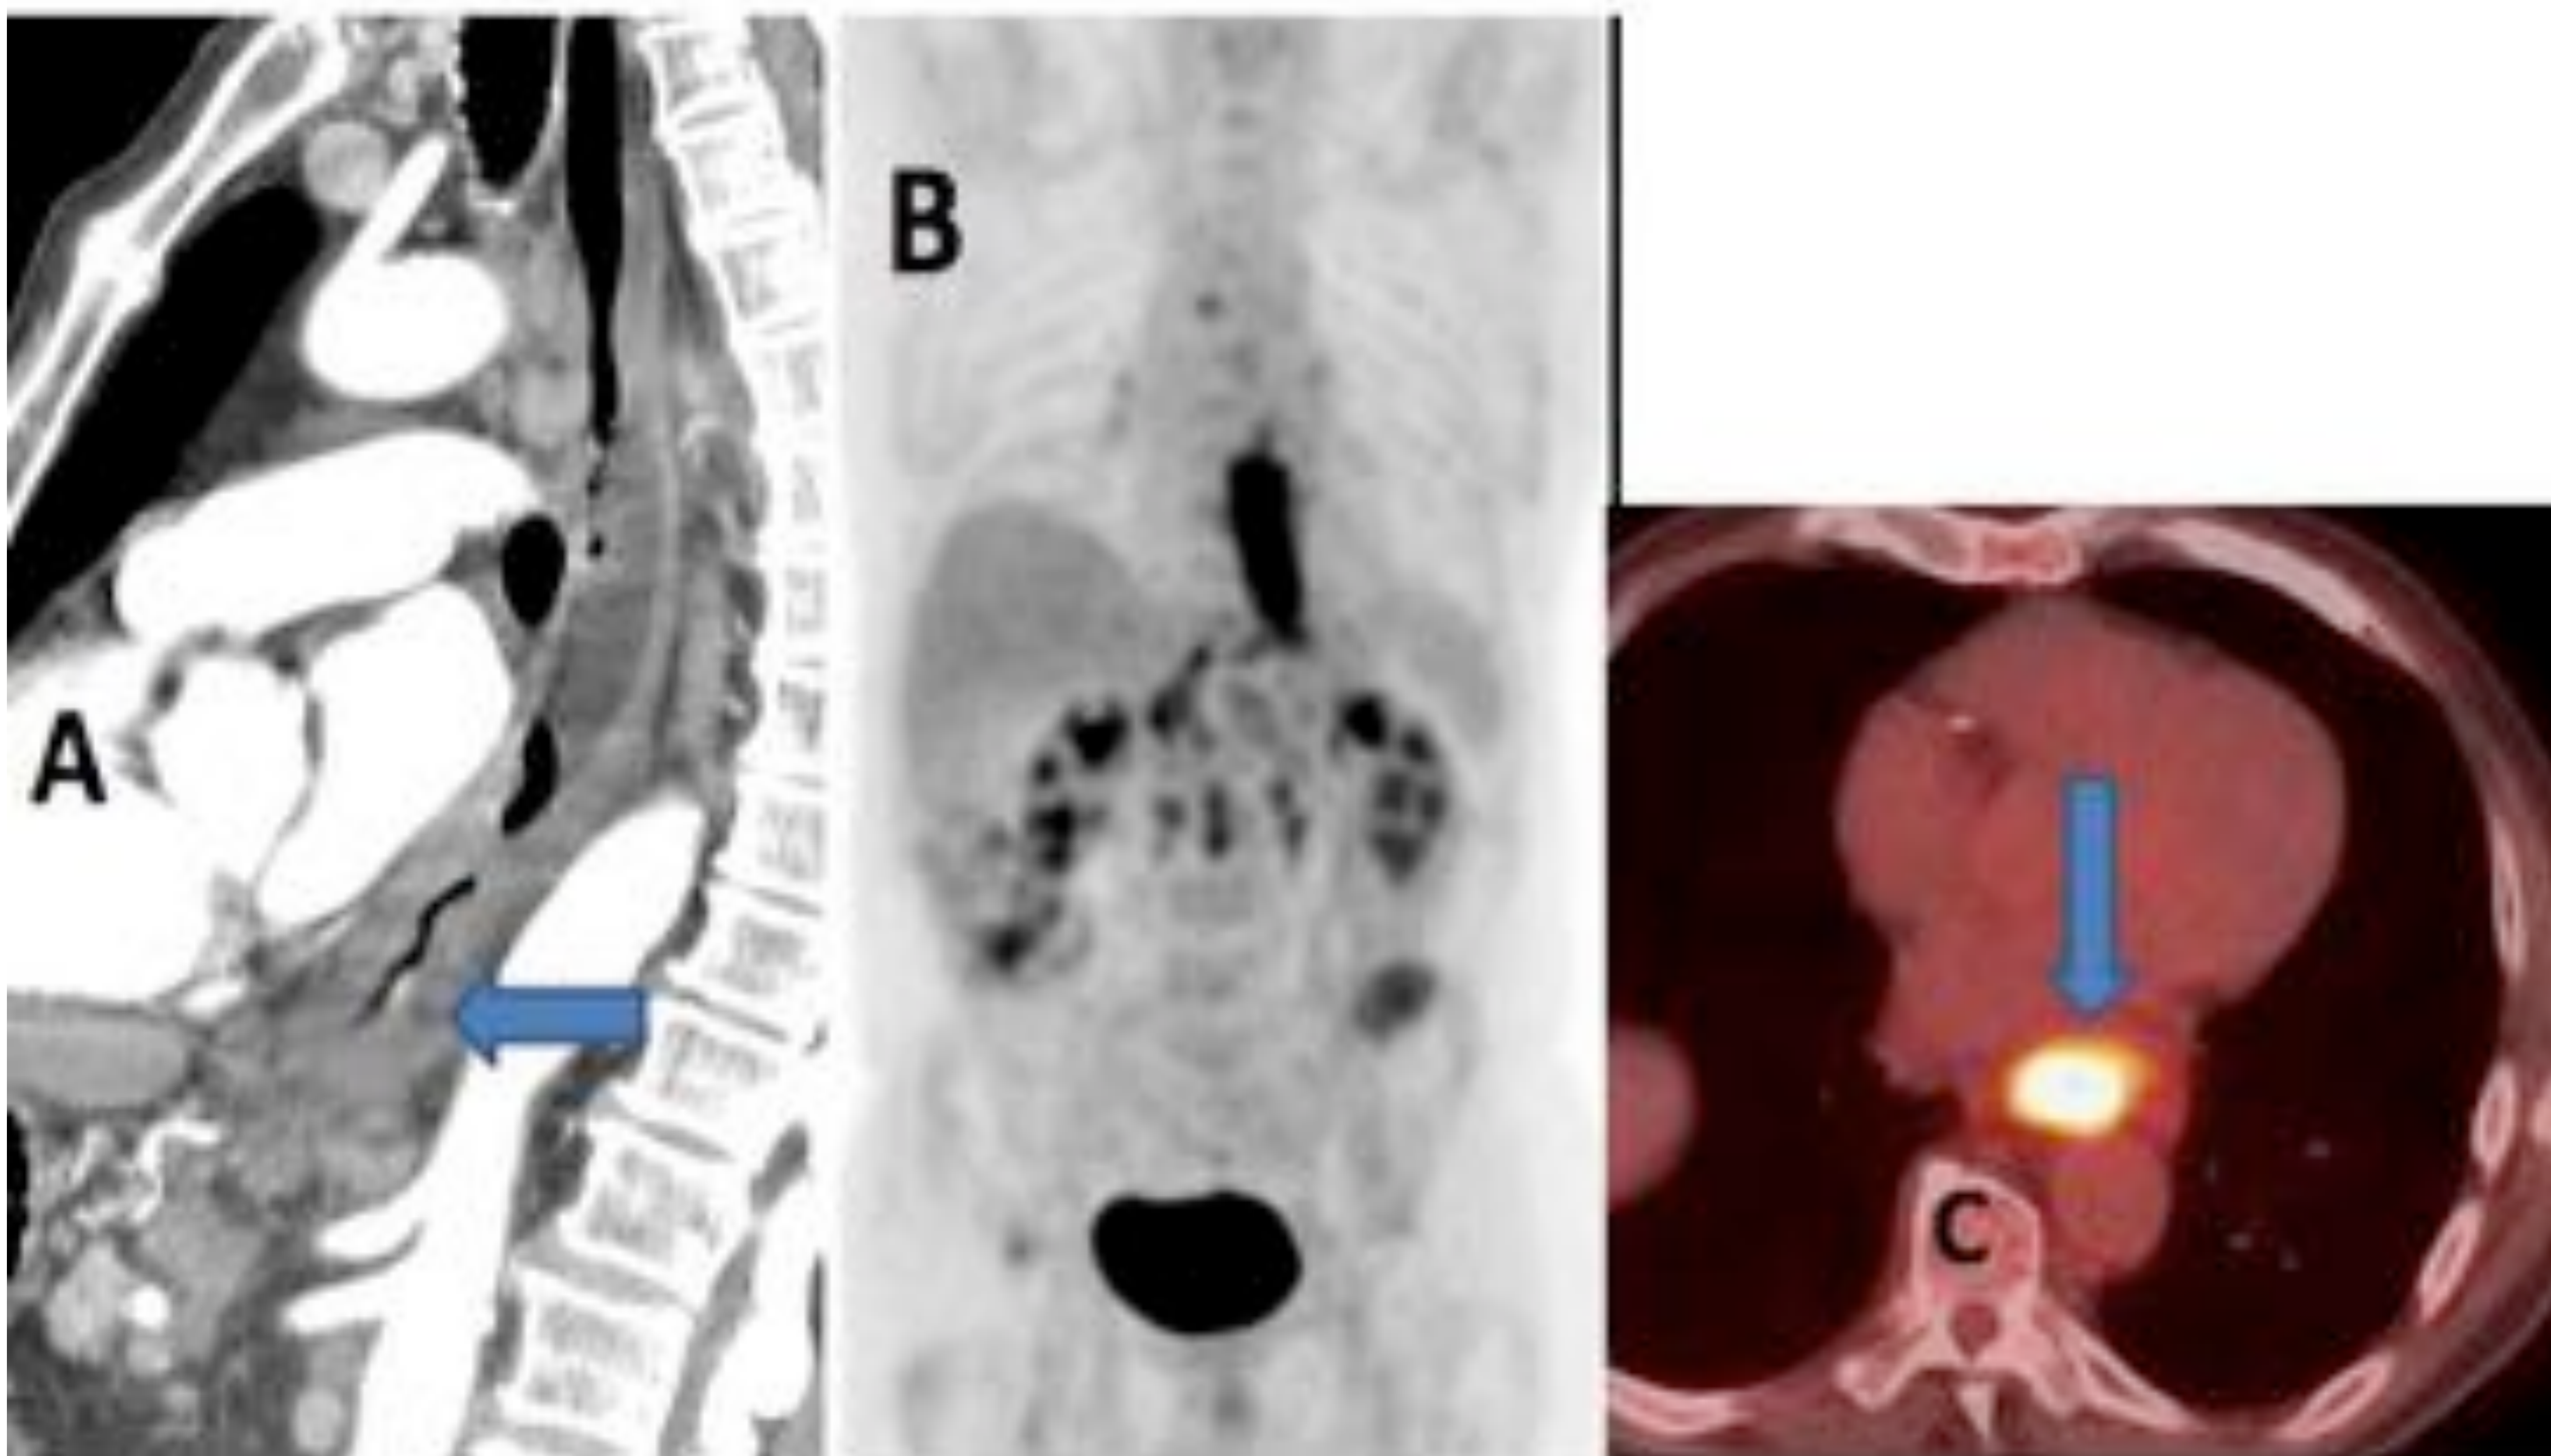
Adenocarcinoma de esófago (Barrett). Marcado engrosamiento mural en TC (A, flecha) que se corresponde con una intensa captación de 18-FDG en el PET-TC (B, C).
